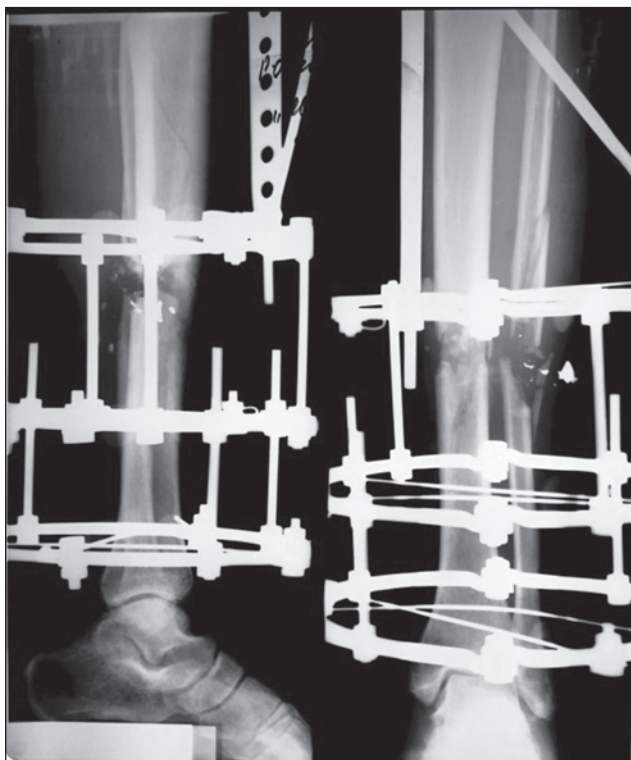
Послеоперационные рентгенограммы левой голени
